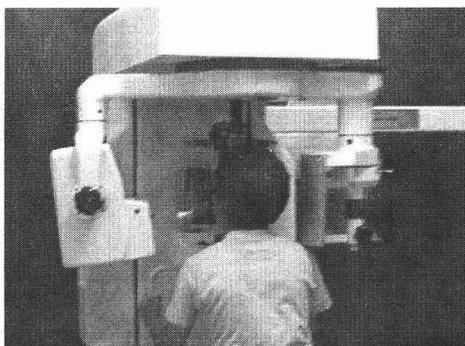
Colocación del paciente frente al Ortopantomógrafo
